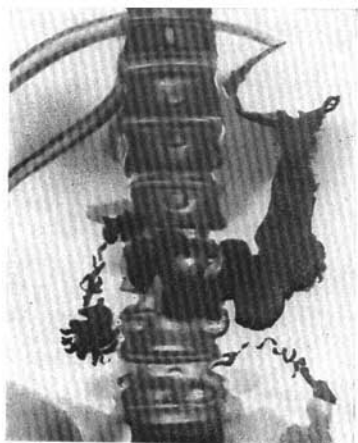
Estómago en forma de J o anzuelo alargado (radiografía).
